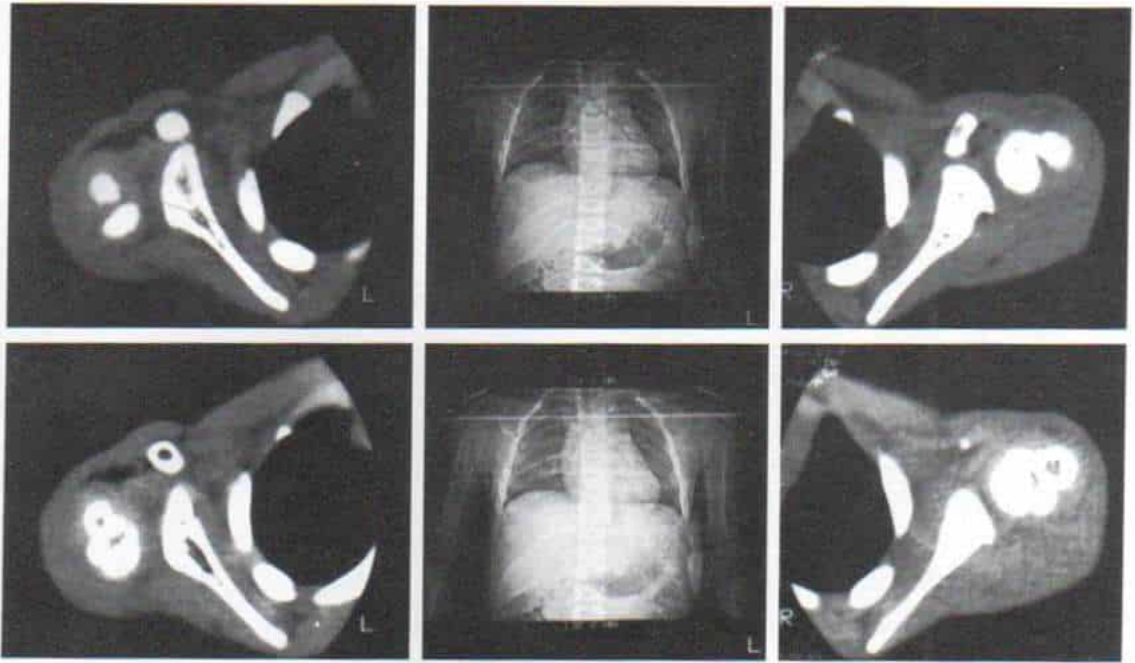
Retrotorsión de la porción proximal del húmero en la parálisis del plexo braquial de origen obstétrico, como se observa en la tomografía computarizada.
